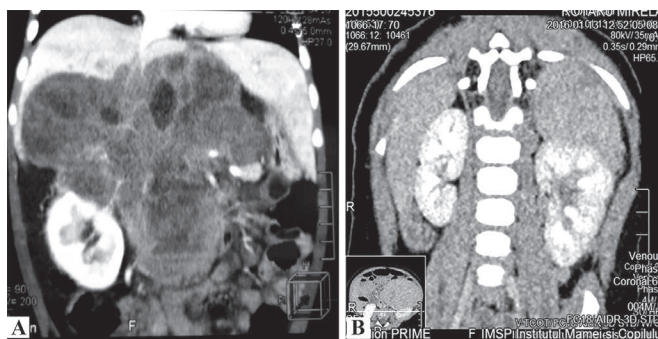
CT/RMN: Localizarea anatomică a neuroblastomului: A – retroperitoneal, B – în suprarenală pe stânga
